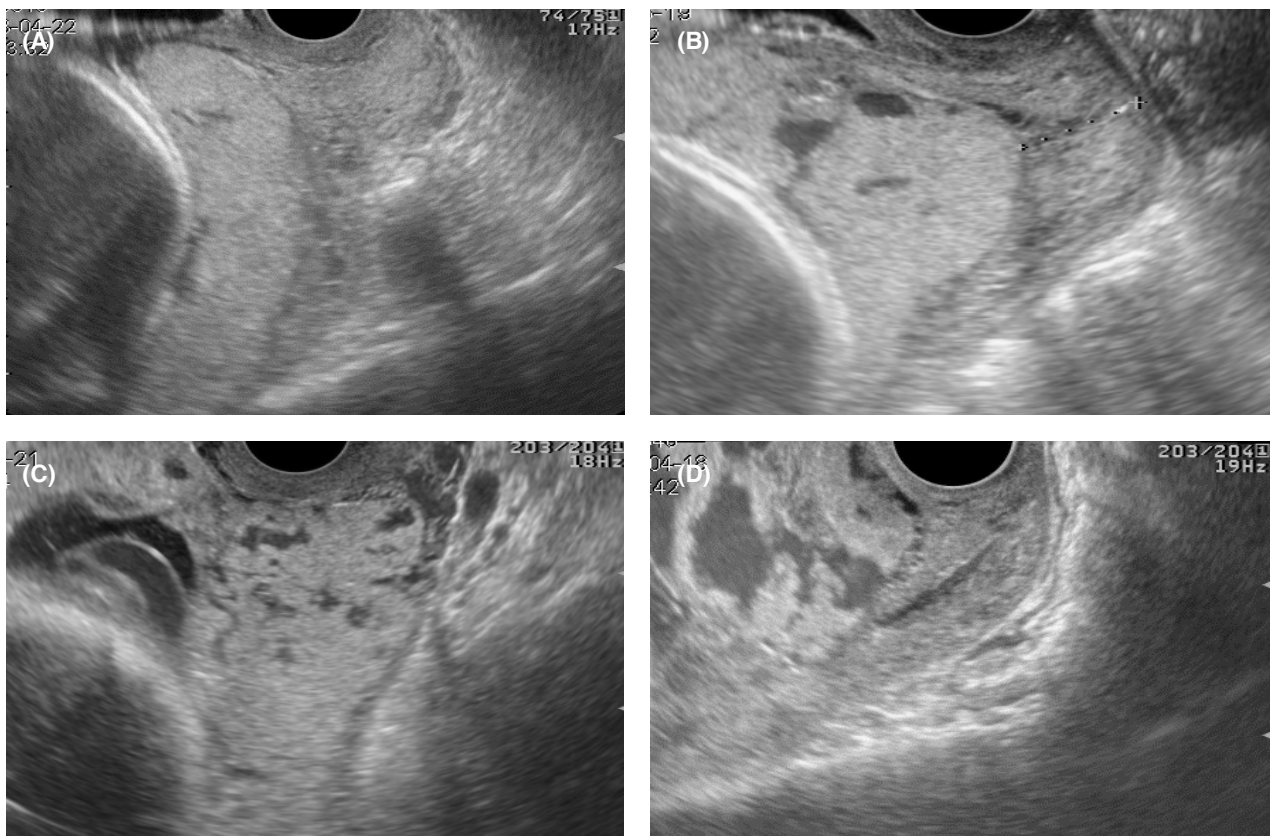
Grading of intraplental lacunae by transvaginal sonography (A) Grade 0 (B) Grade 1 (C) Grade 2 (D) Grade 3.
